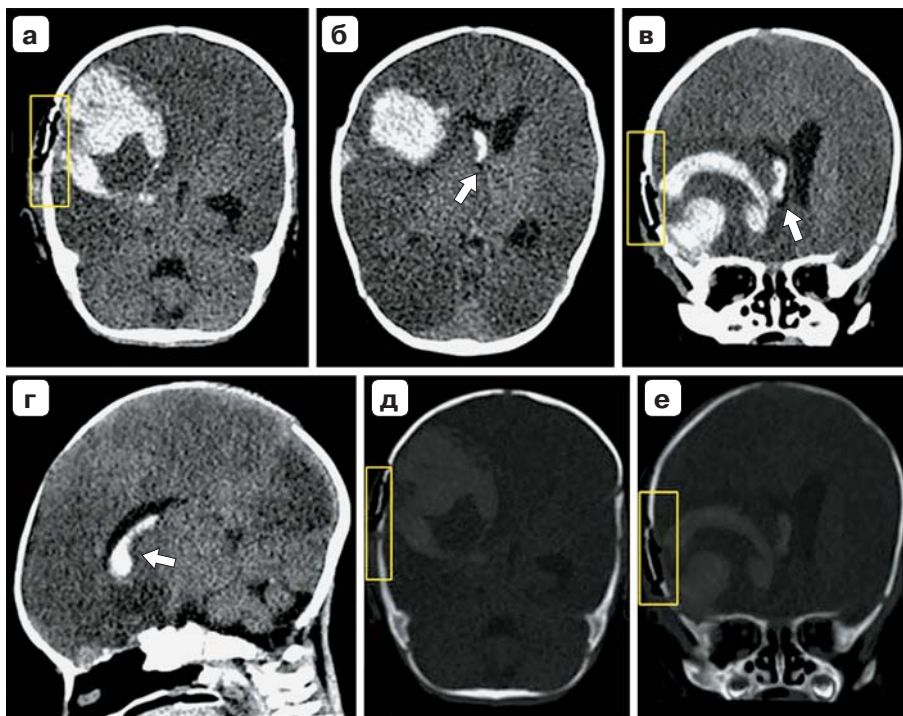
Девочка 2 мес, 4 сут после ЧМТ – упала с рук на улице, ударилась затылком. КТ черепа: аксиальная (а, б), корональная (в) и сагиттальная (г) проекции в мягкотканном окне; аксиальная (г) и корональная (д) проекции в костном окне. Прямоугольник на а, в, д, е – перелом теменной кости с выраженным диапазом отломков; большая гиперденсная округлой формы внутримозговая гематома по типу противоудара в базально-медиальном отделе правой лобной доли, выраженный неравномерный отек головного мозга, вентрикуломегалия с компрессией переднего рога правого бокового желудочка. В переднем роге и оральной отделе правого желудочка выявляется гиперденсное включение, прилежащее к правой латеральной стенке – внутривентрикулярная гематома (стрелка на б, в, г).
